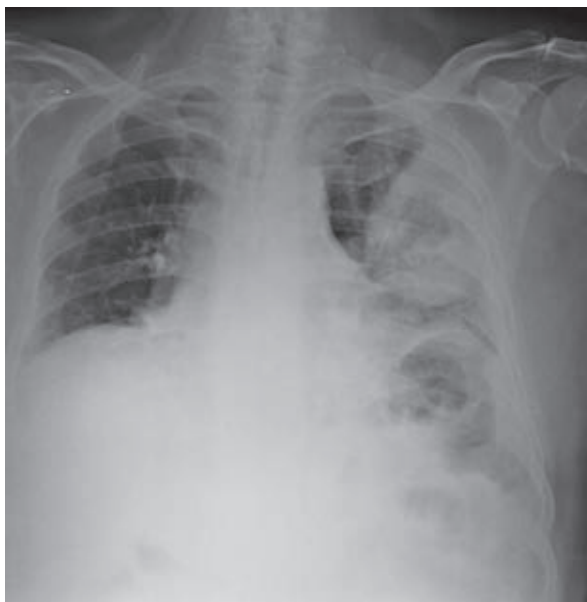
Radiografía de tórax. Muestra una masa cavitada en forma de bola con cavitación semilunar en el segmento posterior del lóbulo superior izquierdo.
